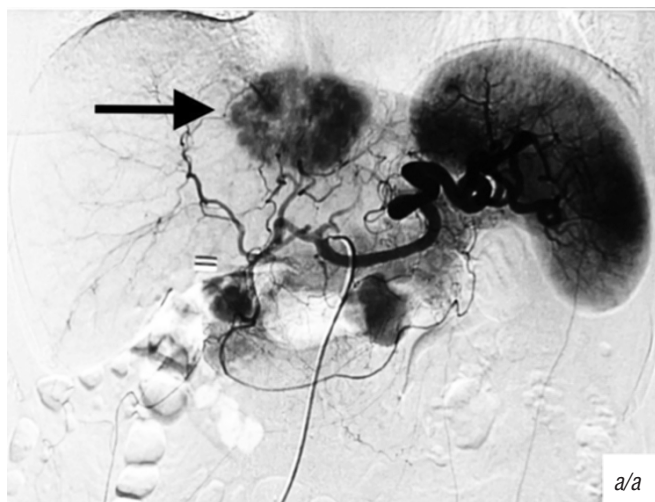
Больная У., 71 год, внутripеченочная ХЦК: *a* — целиакография: опухолевое гиперваскулярное образование левой доли печени до 7 см в диаметре с переходом на SVIII; *б* — выполнена химиоэмболизация левой печеночной артерии с цисплатином и липиодолом. Отмечаются накопление липиодола в опухоли и снижение артериального кровотока (стрелки). Катетер установлен в общую печеночную артерию для проведения химиоинфузии
